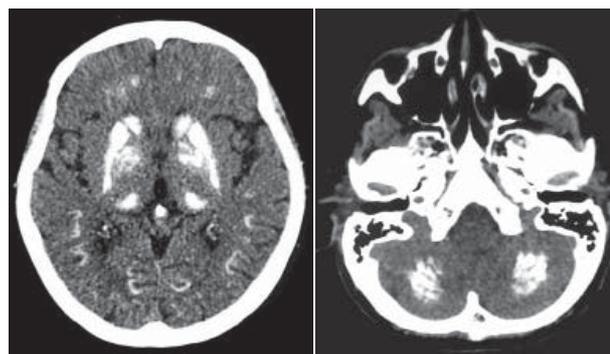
КТ головного мозку
